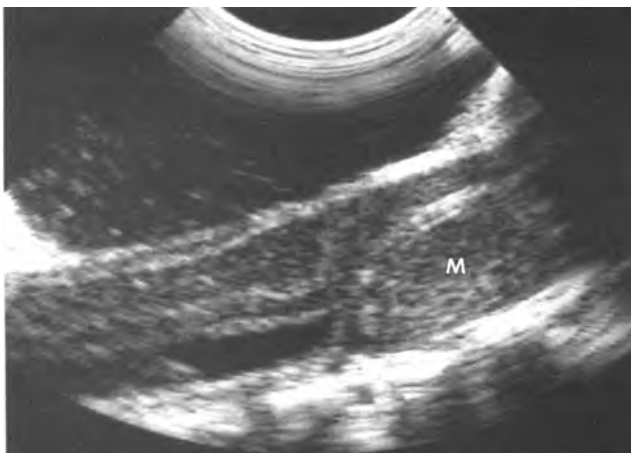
U màng não ở đoạn ngực. A, Hình MRI thì thiên T1 sau tiêm chất tương phản, cắt đứng dọc cho thấy một khối u trong màng cứng đồng nhất, tròn, bờ rõ, ở phía bụng của tủy sống ngực cao. Có chèn ép tủy kèm theo. B, Hình siêu âm cắt dọc trong mổ giúp phẫu thuật viên định vị khối tròn phía bụng tủy sống. (Được phép của Tom Winter, M.D.)
